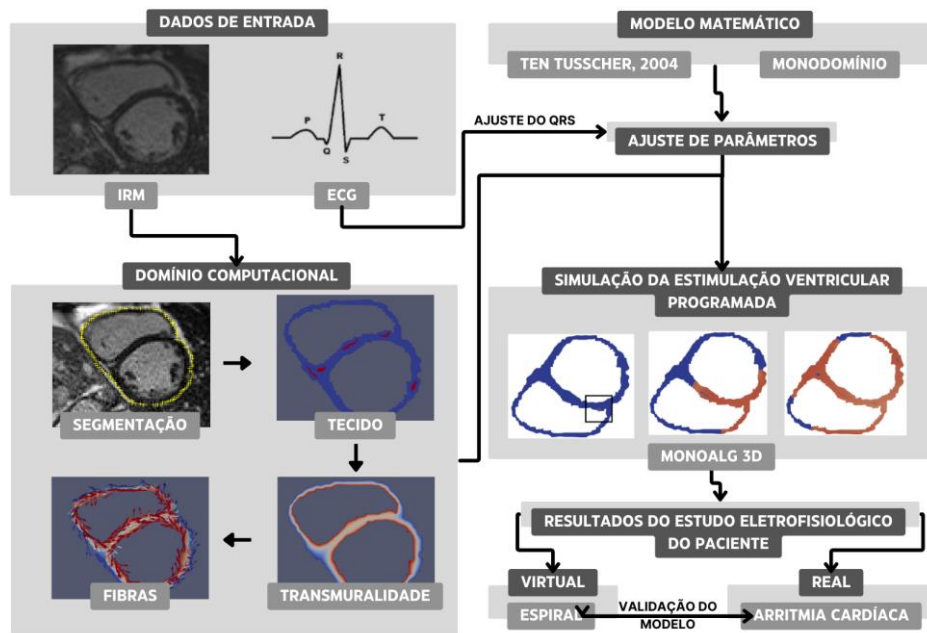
Pipeline desenvolvido. IRM são usadas para construção do domínio computacional, incluindo tecido saudável (em azul) e tecido fibrótico (em vermelho), campo de transmuralidade (células endocárdicas em vermelho e epicárdicas em azul) e a orientação de fibras. Então, são realizadas simulações preliminares para ajustar a propagação elétrica ao QRS. Por fim, as simulações do estudo eletrofisiológico são realizadas e os resultados são comparados com o histórico médico dos pacientes.
